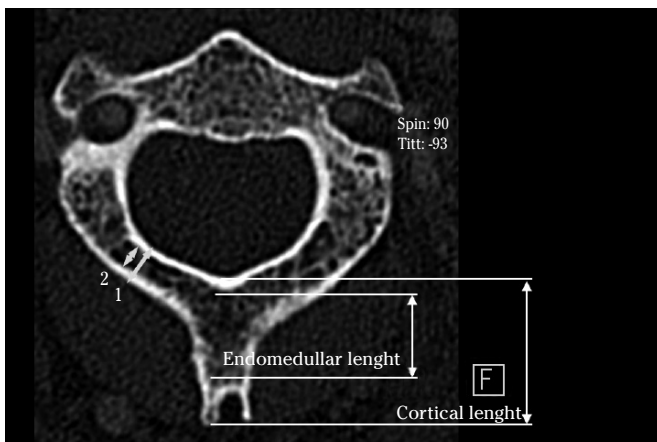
CT Scan. Axial plane showing cortical (1) and endomedullar (2) width of the lamina; cortical and endomedullar lengths of the spinous process were indicated.
